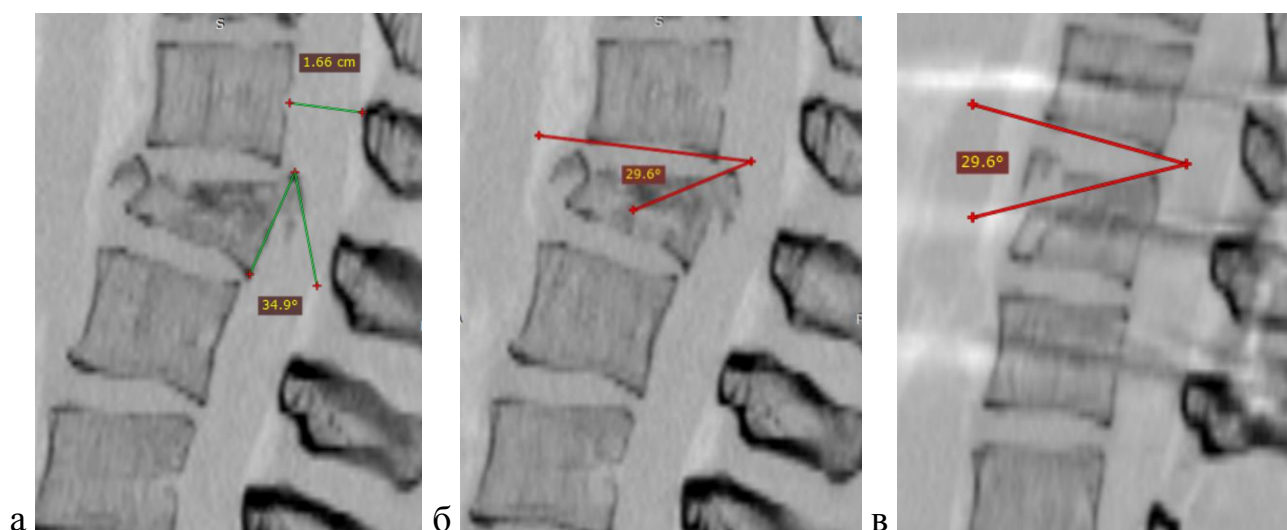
СКТ пациента Б.: а – угол разворота костного фрагмента; б – угол между нижней кортикальной пластинкой тела вышележащего позвонка и костным фрагментом до операции; в – после операции
